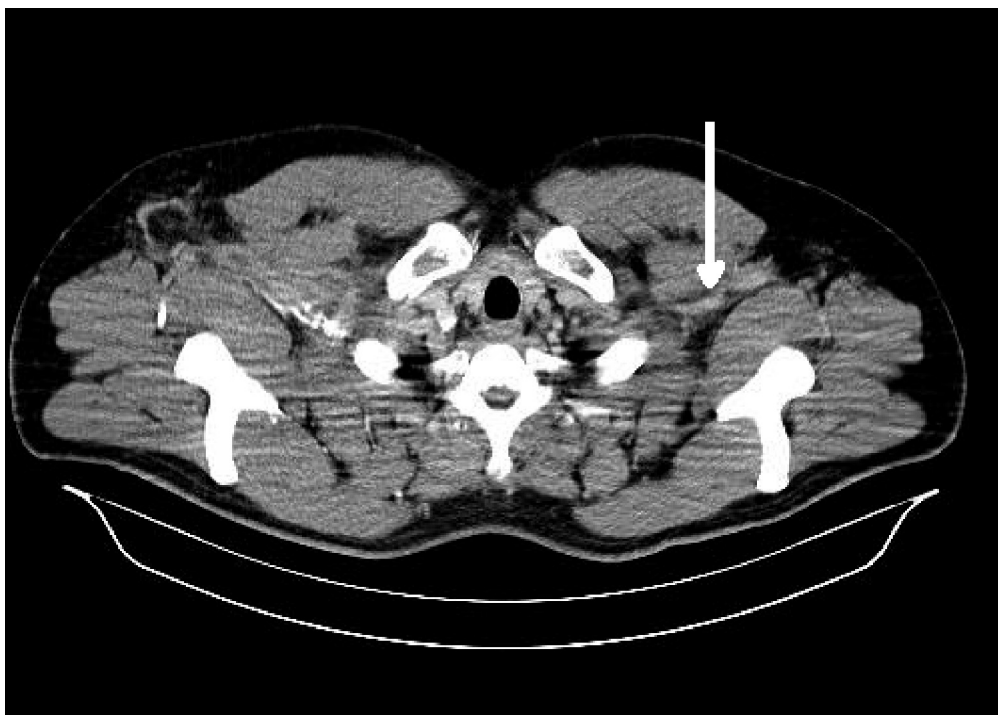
TAC. Imagen de trombosis de la vena subclavia derecha, con circulación colateral asociada.
